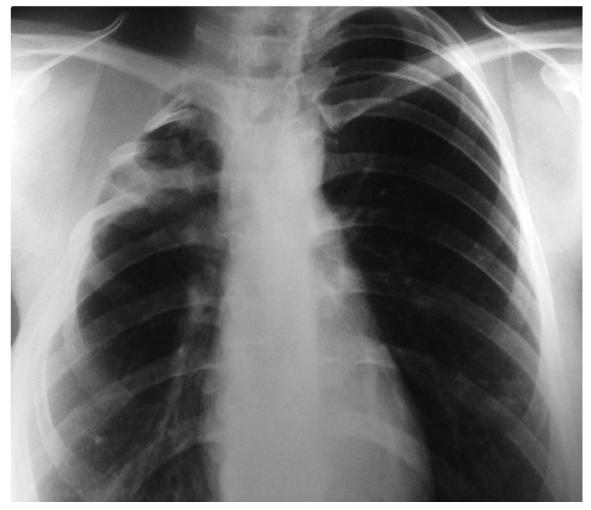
Обзорная рентгенограмма органов грудной клетки больной Ш. после пятиреберной ОТ справа и установки ЭК. Правое легочное поле уменьшено в объеме за счет проведенной остеопластической торакопластики. Срединная тень не смещена. Синусы свободны. Корни легких слабо структурны. Верхняя доля правого легкого субтотально фибротизирована. Деструктивные изменения в легких достоверно не выявлены. Отмечается рассасывание инфильтрата в нижней доле слева.
